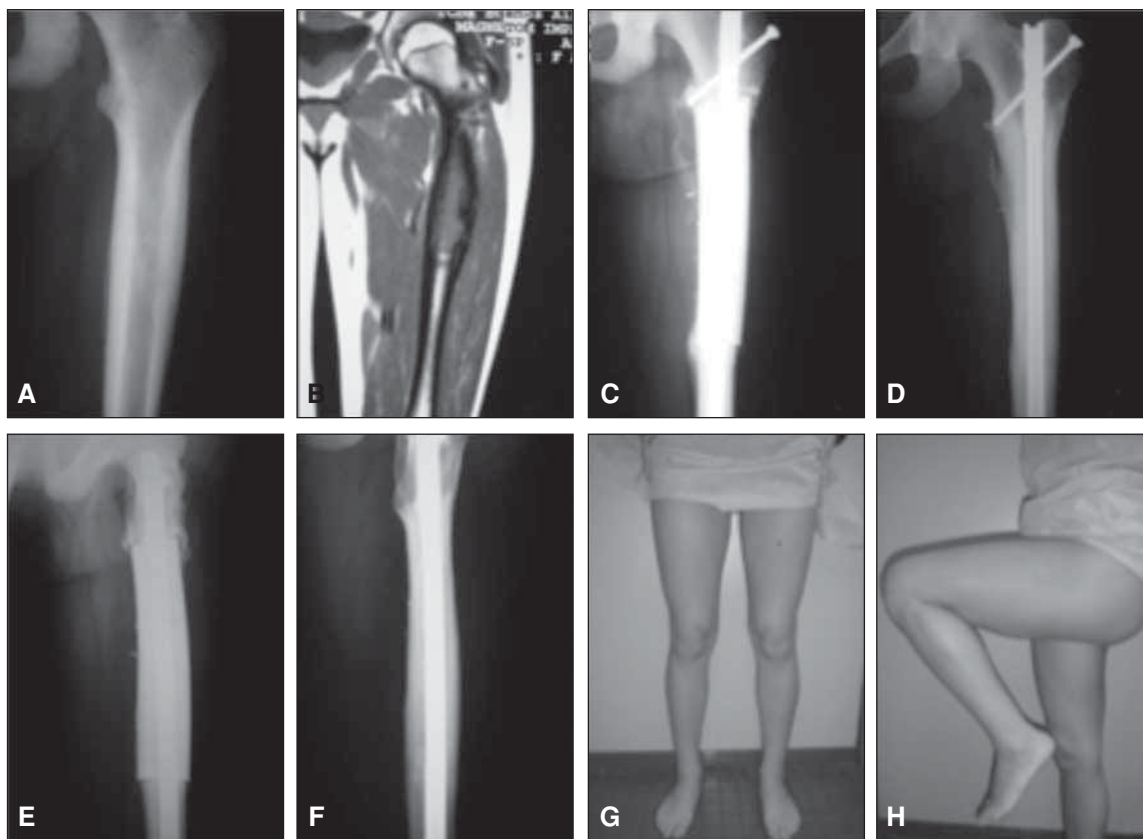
Evolución alejada de una paciente tratada por un sarcoma de Ewing. A. Radiografía inicial del fémur proximal con reacción perióstica. B. Resonancia magnética que muestra el compromiso medular. C. Radiografía posresección tumoral y reconstrucción con trasplante de fémur fijado con un clavo endomedular. D. Control a los 10 años de seguimiento. E y F. Radiografías de perfil inicial y a los 10 años. G y H. Resultado clínico y funcional de la cadera y la rodilla a los 10 años.
